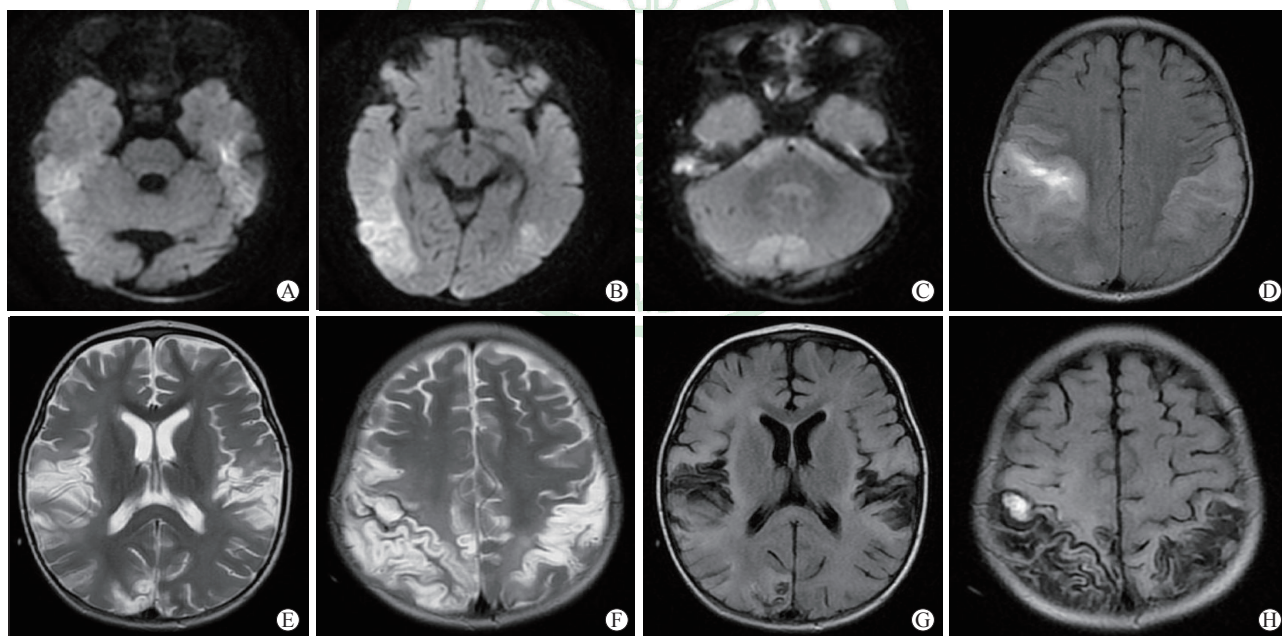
病例1入院时(A~D)及再次发病后(E~H)头颅MRI表现
